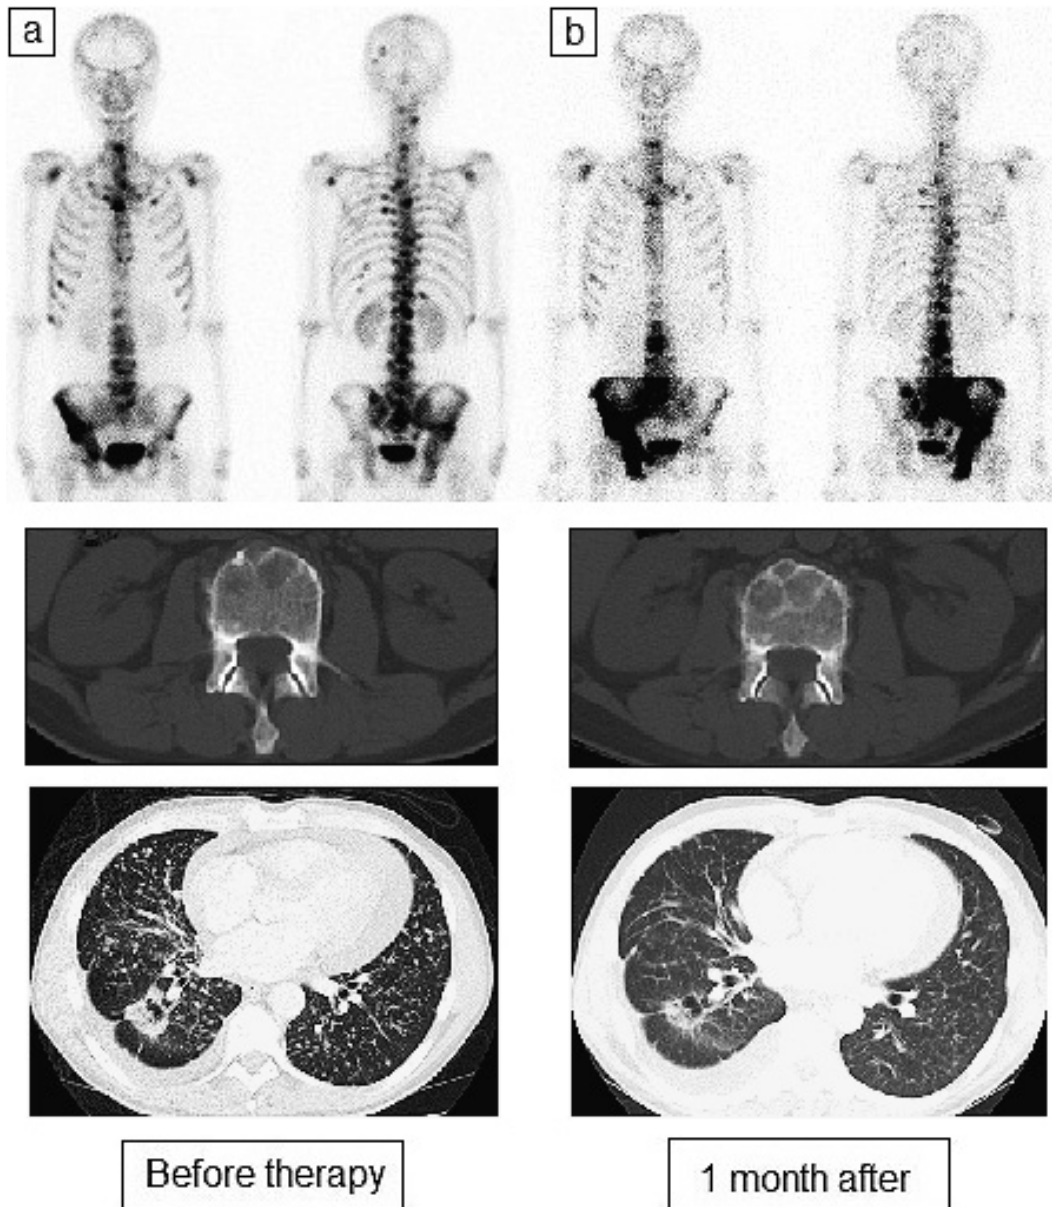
Changes in bone scintigraphy, abdominal CT and chest CT findings in case 2. (a) Before gefitinib therapy. (b) Bone scintigraphy performed one month after therapy shows greater uptake, especially in the lumbar spine and pelvis. The paired abdominal CT image shows osteosclerotic changes around the metastases in the lumbar vertebra, and chest CT shows a reduction in the size of the primary tumor and pulmonary metastases.
